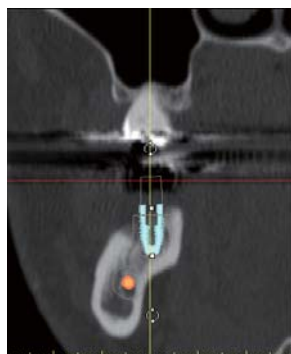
術前 CT 画像 頬側に骨の不足が認められる。(SimPlant による術前シミュレーション)
